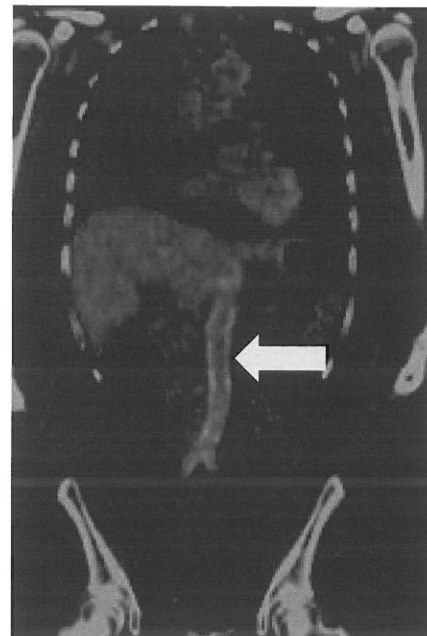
高安動脈炎（大動脈炎症候群）における血管壁炎症所見（PET-CT）：集積を認める部分
